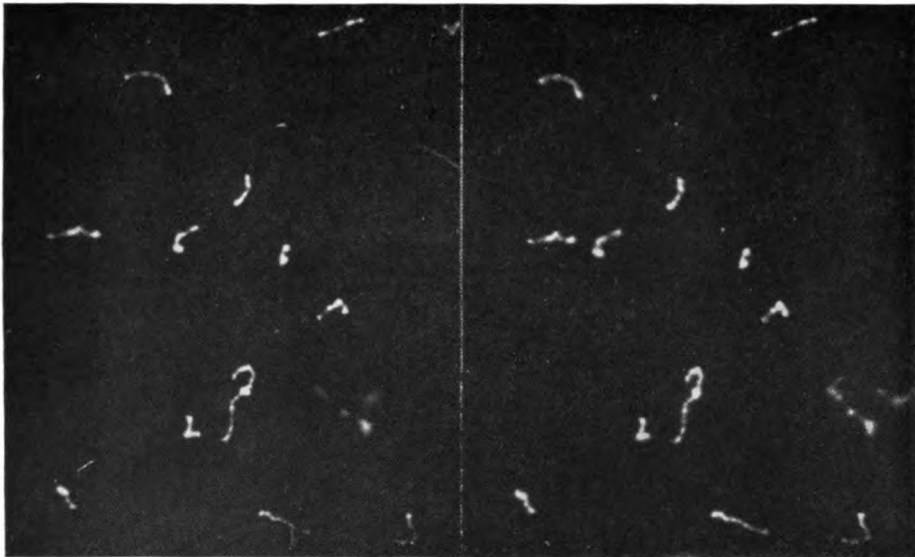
a Nebelaufnahme von Elektronenbahnen von C. T. R. Wilson. Stereoskopische Aufnahme primärer Röntgenelektronen, die durch Kupfer-K-Strahlung ausgelöst wurden. Enddruck 53 cm.
